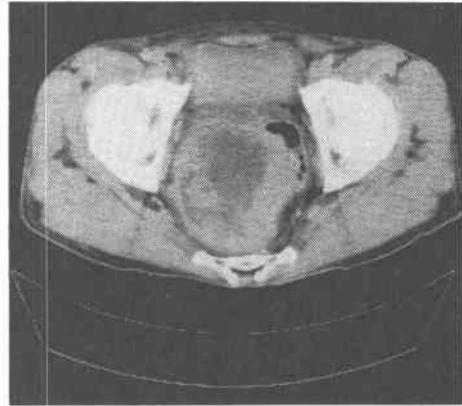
Ultrasonography showing intrapelvic tumor with central low density.
